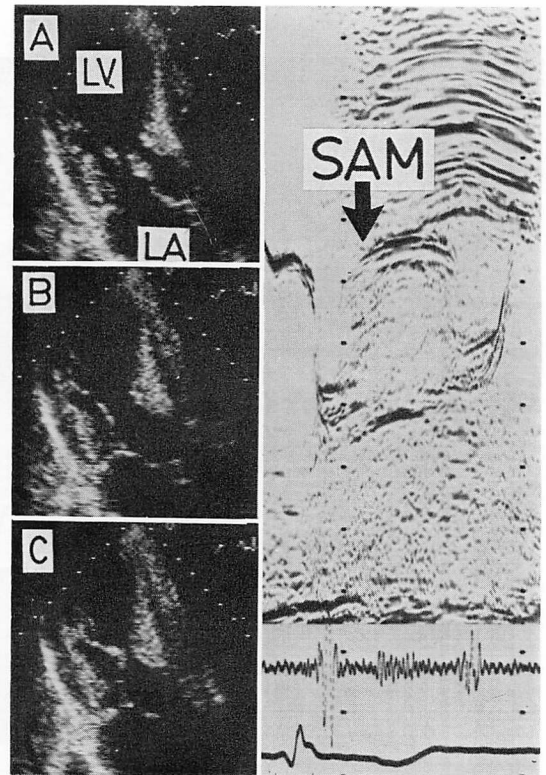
Time sequential two-dimensional echocardiograms and M-mode echocardiogram showing SAM with septal contact in Case 4 (42-year-old man with a resting subaortic pressure gradient of 72 mmHg).
